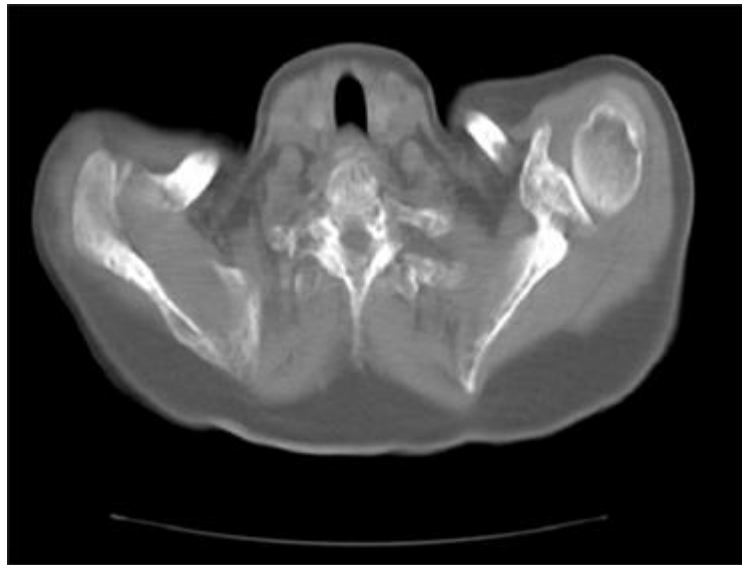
TAC: cintura escapular.
